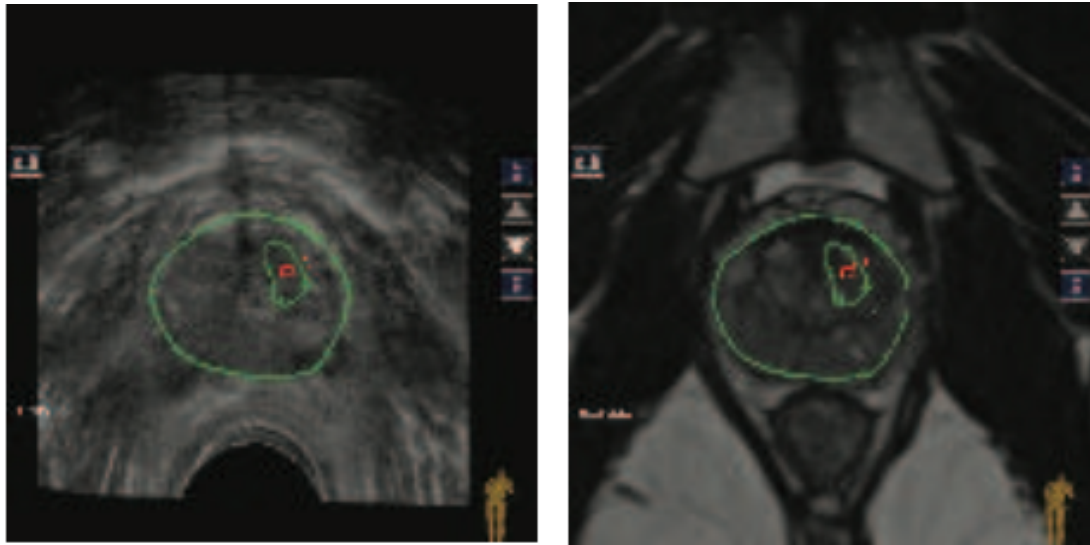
Imágenes de fusión entre TRUS y RM.
